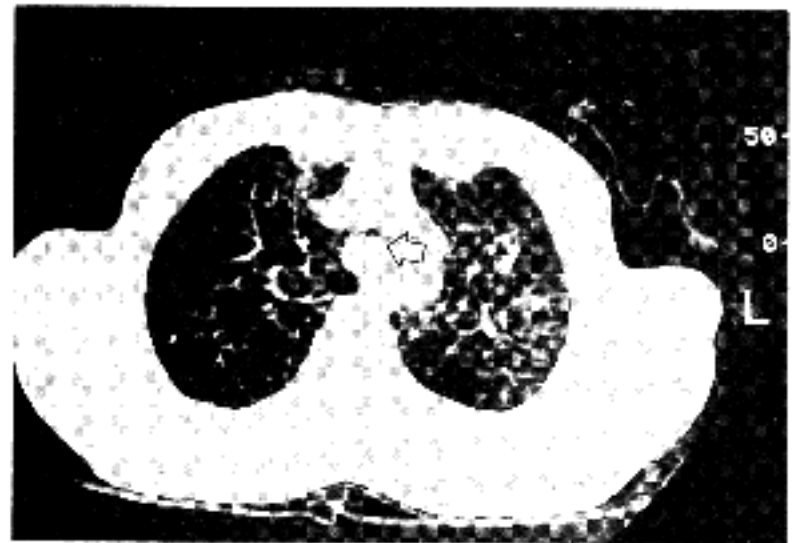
CT scan shows an intraluminal spherical sessile mass of lower trachea, with approximately 95 % occlusion of tracheal lumen(arrow).
